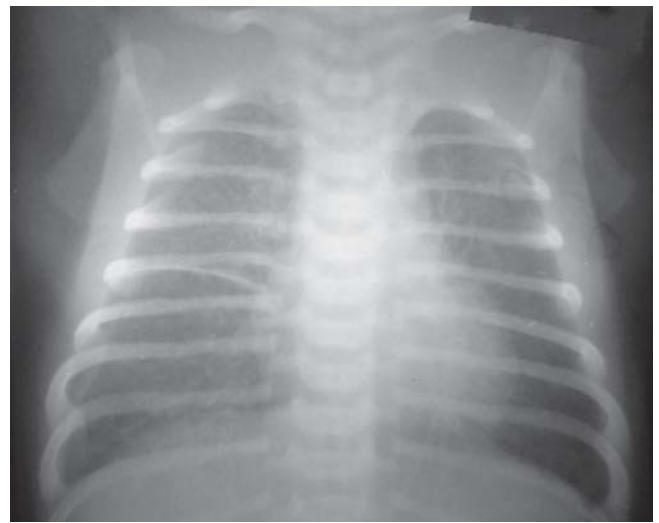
Radiografía de tórax (vista frontal) Taquipnea transitoria: opacidades difusas en ambos pulmones, se visualiza la cisura media del pulmón y hay un pequeño hidrotórax derecho.
